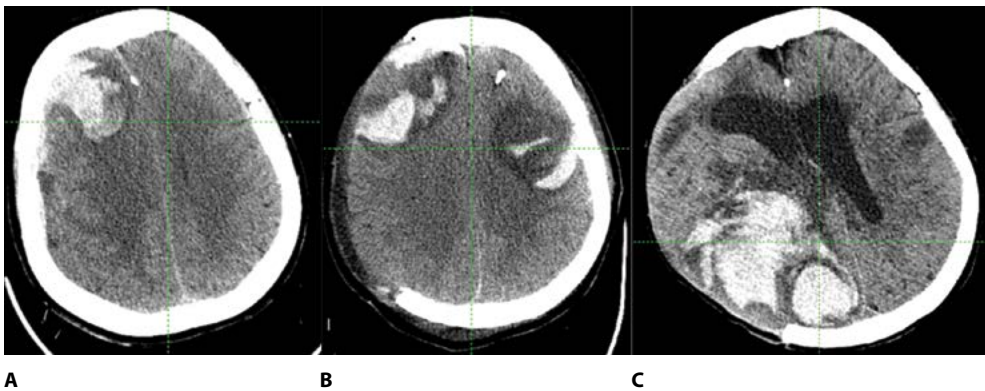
Аксиальные КТ-граммы пострадавшего с тяжелой ЧМТ, которому была выполнена ДТ с целью эвакуации ОСГ и снижения ВЧД: А – пациент К. Диагноз: тяжелая ЧМТ, ушиб правой лобной доли тяжелой степени с формированием внутримозговой гематомы, 1-е сутки от момента травмы; В – тот же пациент на 2-е сутки после проведенной ДТ с формированием контрлатеральной внутримозговой гематомы; С – тот же пациент на 80-е сутки после проведенной ДТ с формированием ипсилатеральной внутримозговой гематомы (из личного архива авторов)
